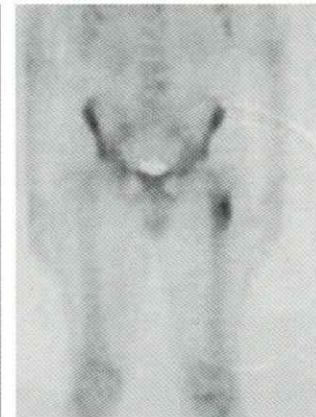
scintigraphie osseuse montrant une hyperfixation localisée du 1/3 supérieur du fémur gauche.
